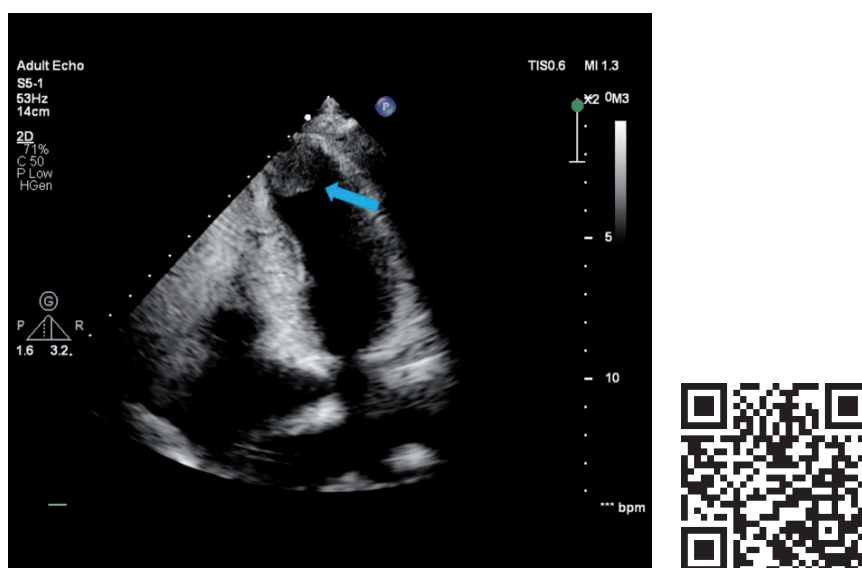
Echokardiografické vyšetrenie preukázalo dilatovanú pravú komoru vyplnenú objemnou hyperechogénnou masou, dilatovaná pravá predsieň, ľavá komora normálnej veľkosti so zachovalou systolickou funkciou ale významne narušenou diastolickou funkciou, stredne významné regurgitácie na mitrálnej a trikuspidálnej chlopni, stredne veľký perikardiálny výpotok, bez znakov útlaku
